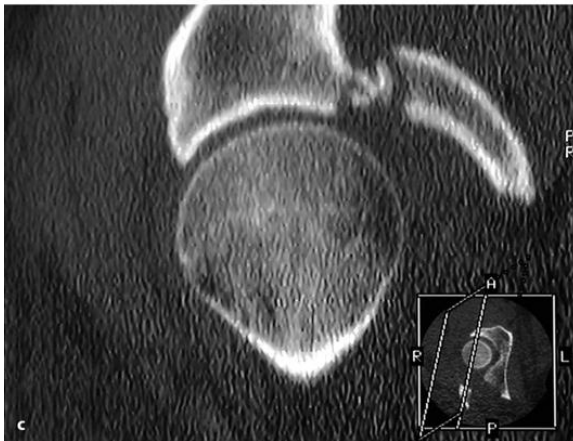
Salter-Harris tip I kırık. Travma sonrası 12 yaşında olgunun aksiyal BT kesitinde, sol femur başında epifiz kayması.
